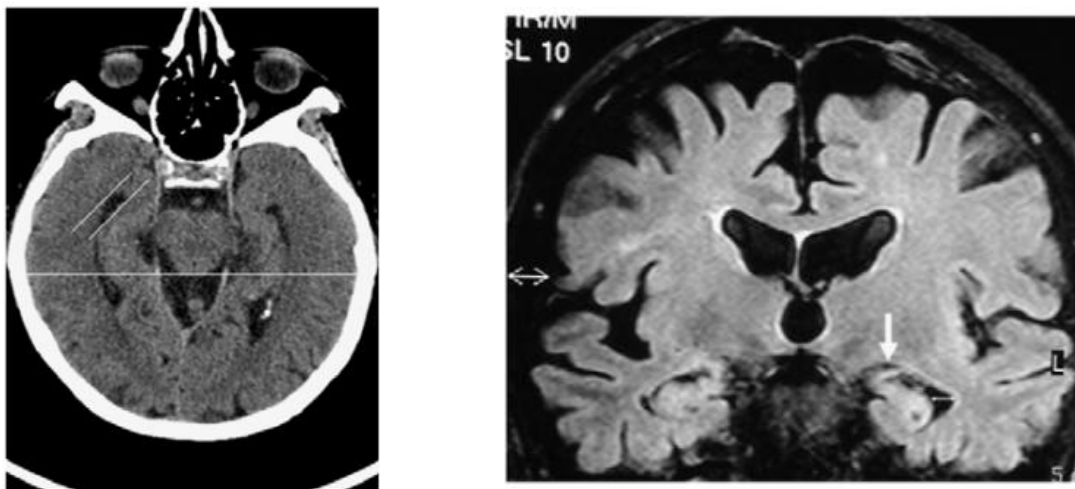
(6a) Atrofia temporal en TAC de paciente con EA. (6b) Atrofia temporal en RM de un paciente con EA. Ambas tomadas de ⁽³³⁾.
